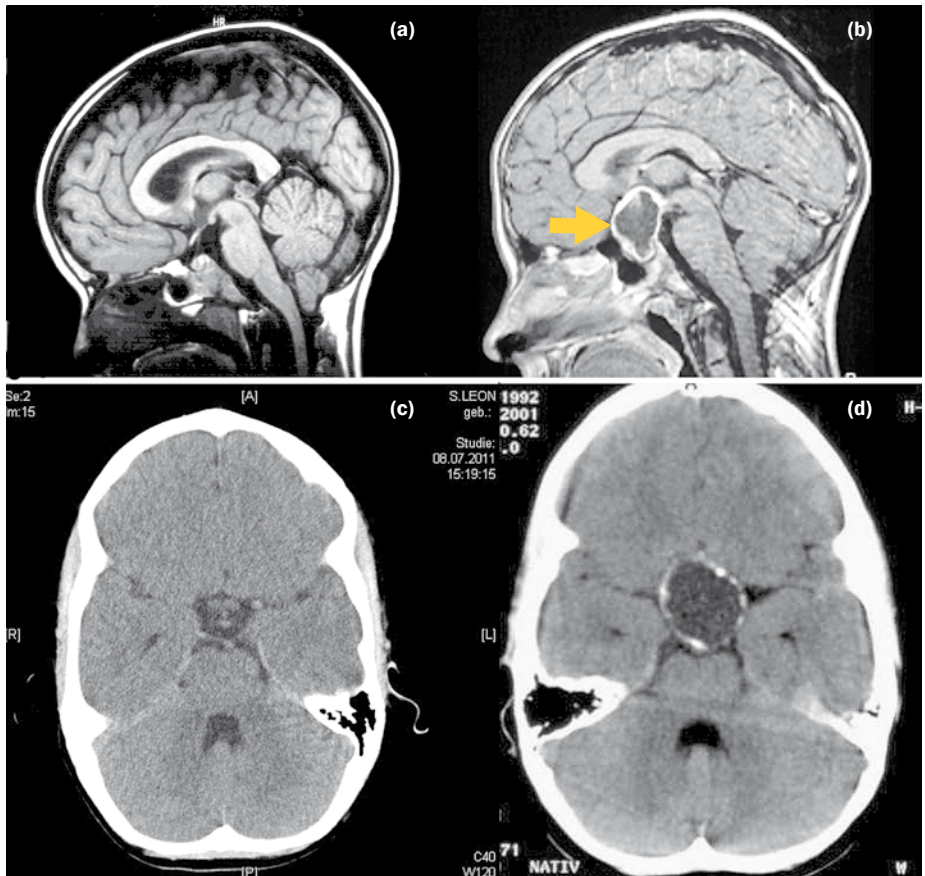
Kernspintomographische (MRT) und computertomographische (CT) Bilder von Kraniopharyngeom-Patienten und Normalbefunde. In Abb. 2b ist mit Pfeil im Vergleich zum Normalbefund (Abb. 2.a,c) ein zystisches Kraniopharyngeom dargestellt, das im CT (Abb. 2d) Verkalkungen aufweist.
